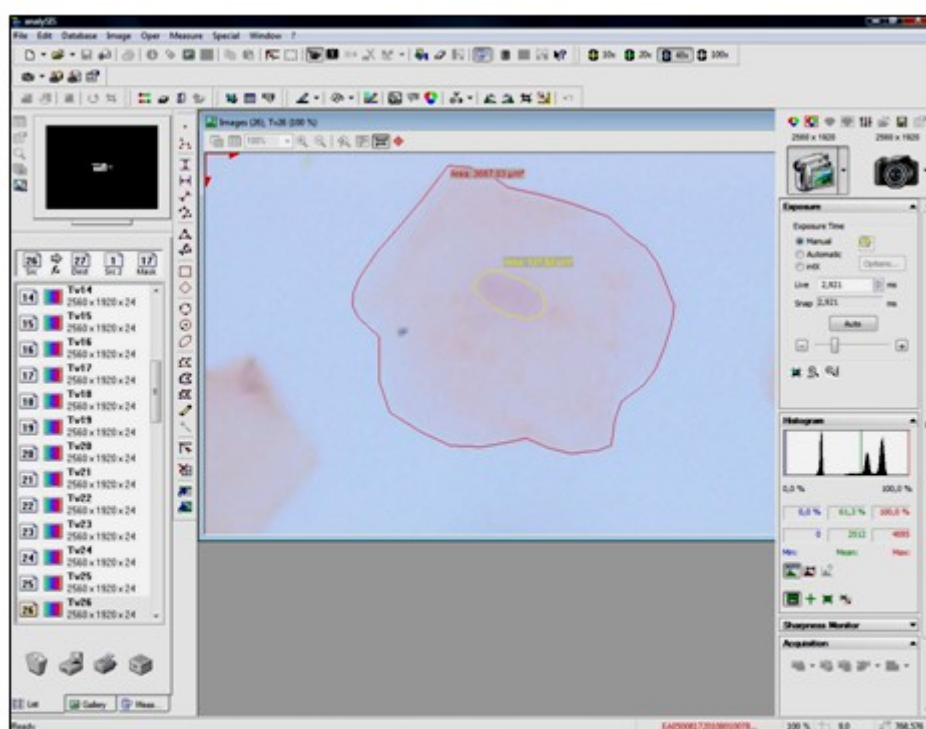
LAYOUT DO PROGRAMA ANALISADOR DE IMAGEM (AnalySIS). VISUALIZAÇÃO DA DELIMITAÇÃO DA ÁREA DO NÚCLEO, DO CITOPLASMA E OS VALORES RESPECTIVOS
